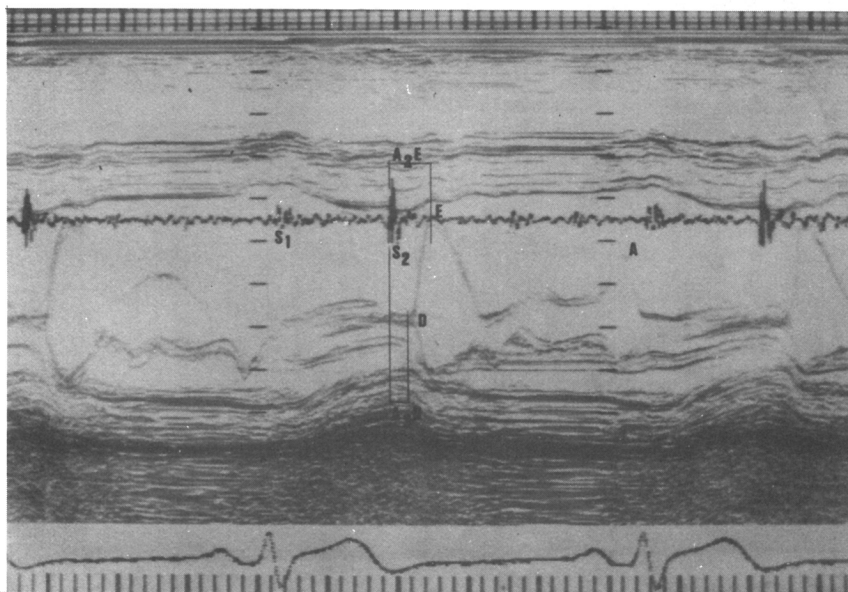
Left ventricular isovolumic relaxation (A2D) time measured by the time interval from the onset of A2 heart sound in phonocardiogram to the D-point of mitral valve M-mode echocardiogram.
